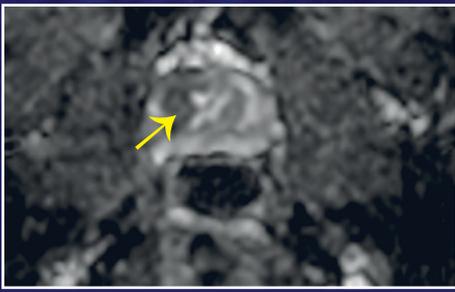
Multiparametrische MRT der Prostata mit Nachweis einer PI-RADS 4 Läsion in der Transversalebene im anterioren Anteil der Prostata in unterschiedlichen Sequenzen (T2, DWI, ADC)
